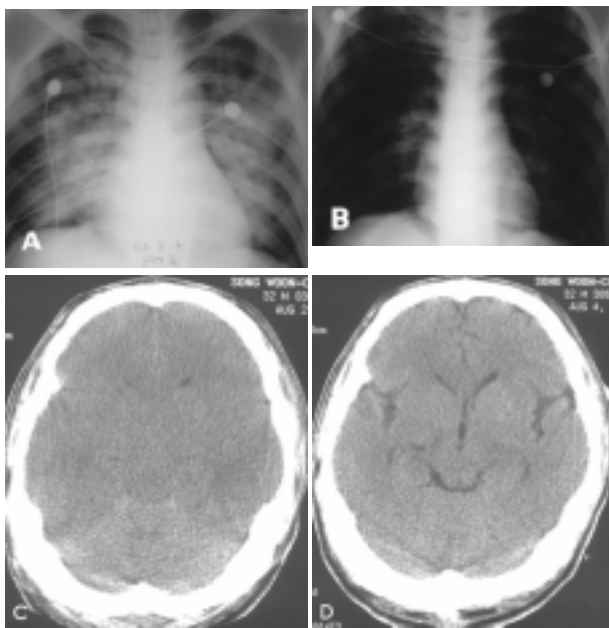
Chest X-ray and brain CT of the patient. (A) The chest radiograph shows bilateral interstitial edema on admission when the plasma sodium level is 108 mmol/L. (B) Two days after admission the chest radiograph is normalized and the plasma sodium level is 124 mmol/L. (C) Computed tomographic scans of the brain at the time of admission show that the ventricles are obliterated and the sulci are blurred because of cerebral edema. (D) Computed tomographic scans of the brain two days after admission show normal cerebral ventricles and sulci, indicating that the cerebral edema has resolved.
